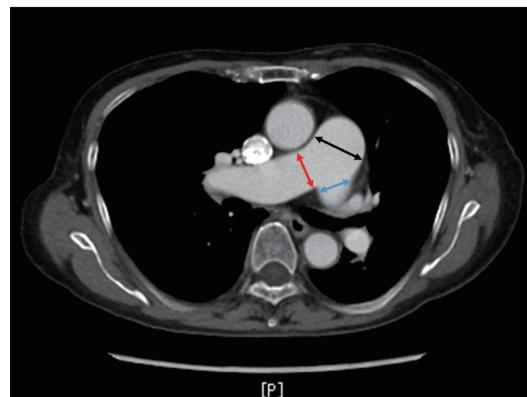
Measurement of pulmonary artery diameter. Pulmonary artery diameter was measured on CT at the right (indicated by red arrow), left (indicated by blue arrow), and main pulmonary artery (indicated by black arrow) and corrected by body surface area (pulmonary diameter index).
